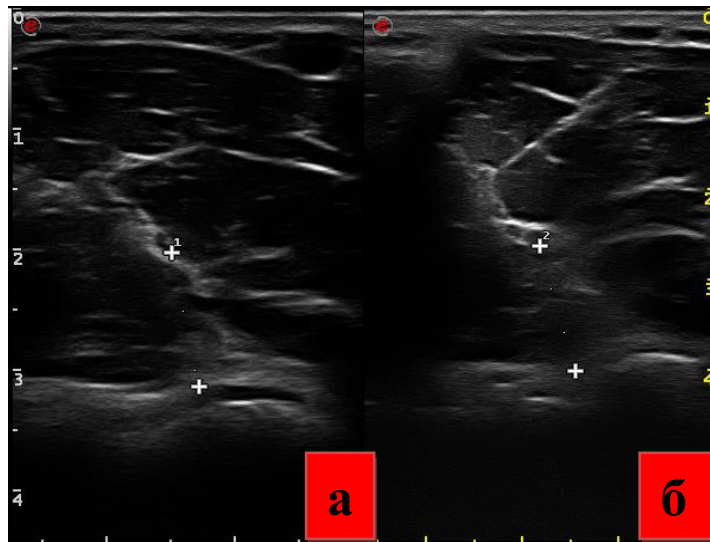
Расстояние от плечевой кости до лучевого нерва на уровне суставной щели: а – при разгибании в локтевом суставе на 180° , б – при сгибании в локтевом суставе на 90° (УЗИ)
